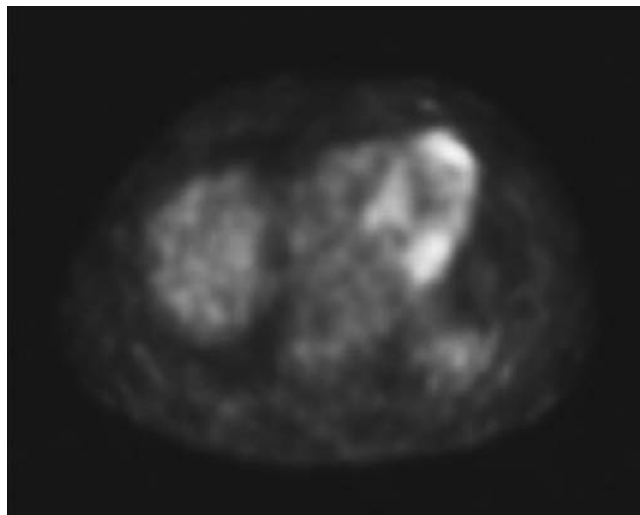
CT-PET after SBRT showing nonspecific uptake of the FDG tracer in the left ventricle, with complete disappearance of the metastatic nodule.
